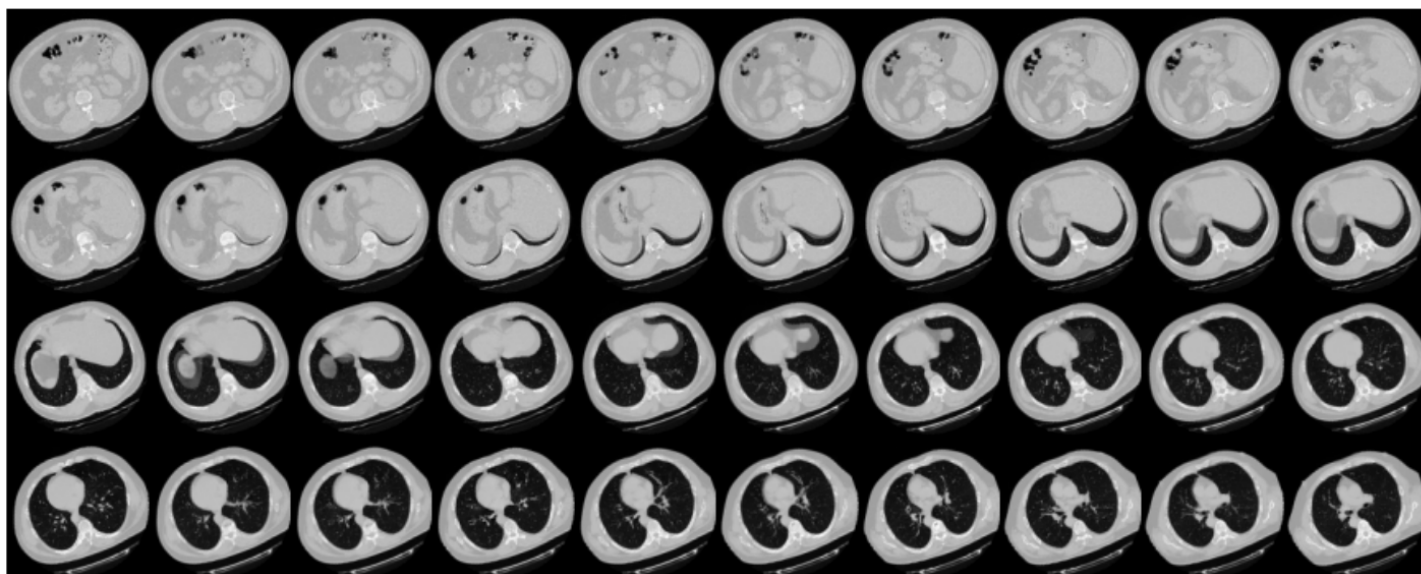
Montaje de los primeros 40 los cortes de un TAC
